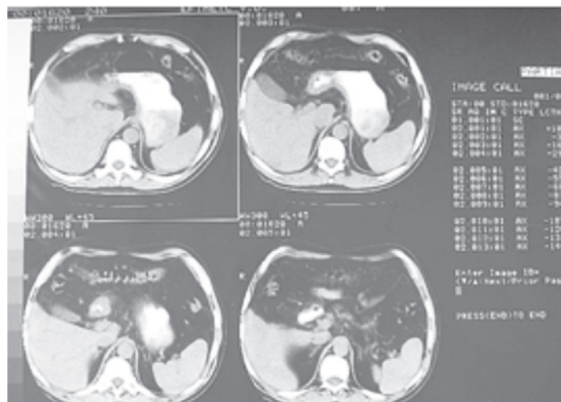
Tomografia computerizată (caz clinic propriu).
